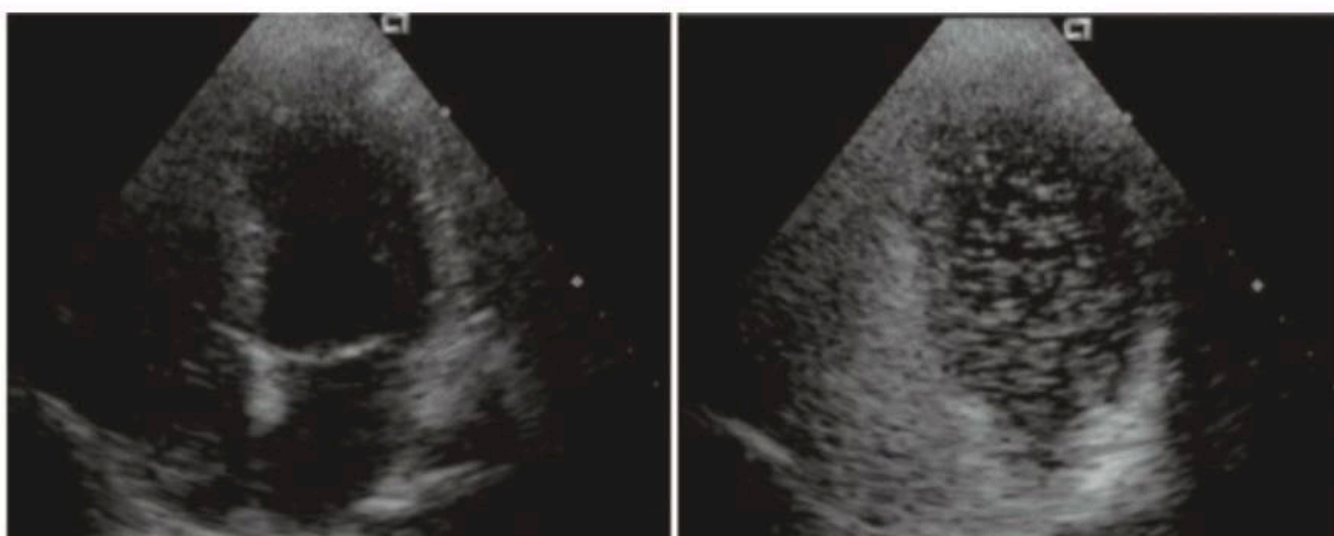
Imagen de ecografía de las cámaras cardíacas durante la inyección de contraste de burbujas. Imagen izquierda: contraste de burbujas en las cámaras del corazón derecho. Imagen derecha: después de la maniobra de Valsalva que muestra la liberación de una gran cantidad de burbujas a las cámaras del corazón izquierdo (Fuentes: *Neurology*. 44(9):1603-1606, September 1994).
